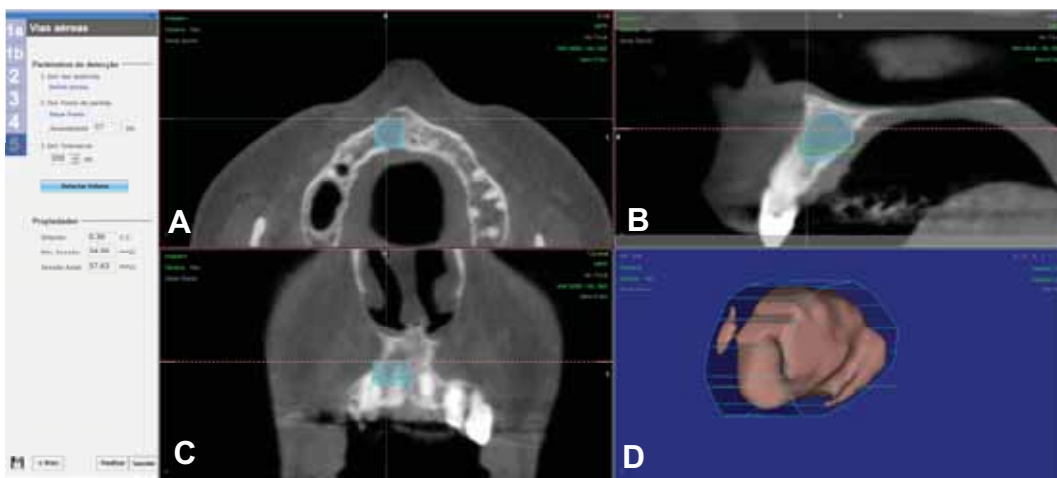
Imagem da TCFC da verificação pré-operatória transferidos para o software Nemotec® após criação das medidas nos diferentes planos de corte, formando um polígono que abrangesse todo o limite da lesão. A) plano axial; B) plano sagital; C) plano coronal; D) reconstrução 3D da radiolucência periapical.
